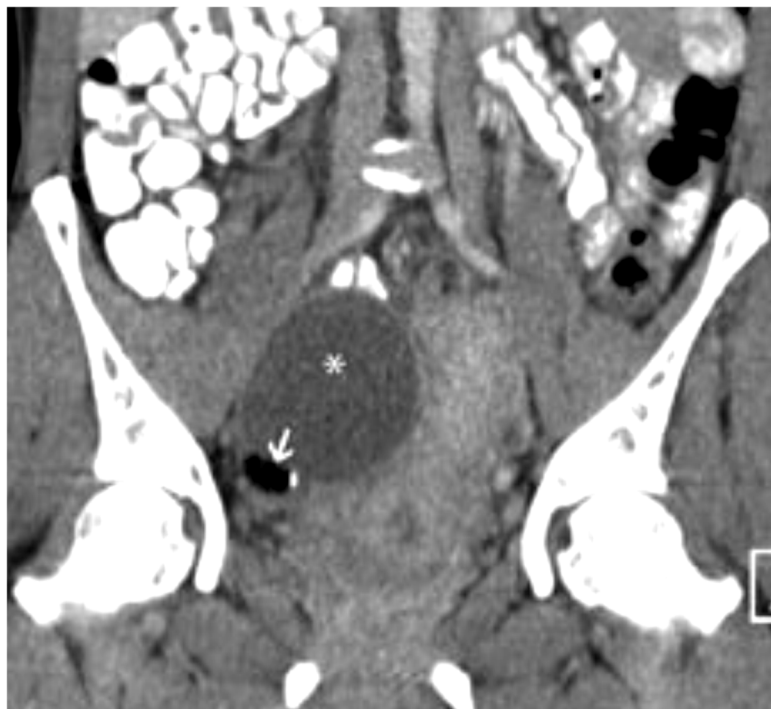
reconstruction TDM coronale sans injection : kyste dermoïde ovarien droit à contenu séreux(*).de la graisse est facilement identifiable dans la protubérance et correspond à du tissu adipeux, noter la calcification punctiforme également visible au sein du nodule.
